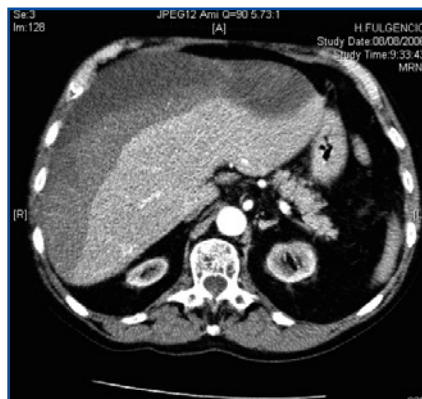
TAC con contraste mostrando abdomeno. Hematoma hepático subcapsular de 10x7x20 cm a nivel del lóbulo derecho. Riñones atróficos.
